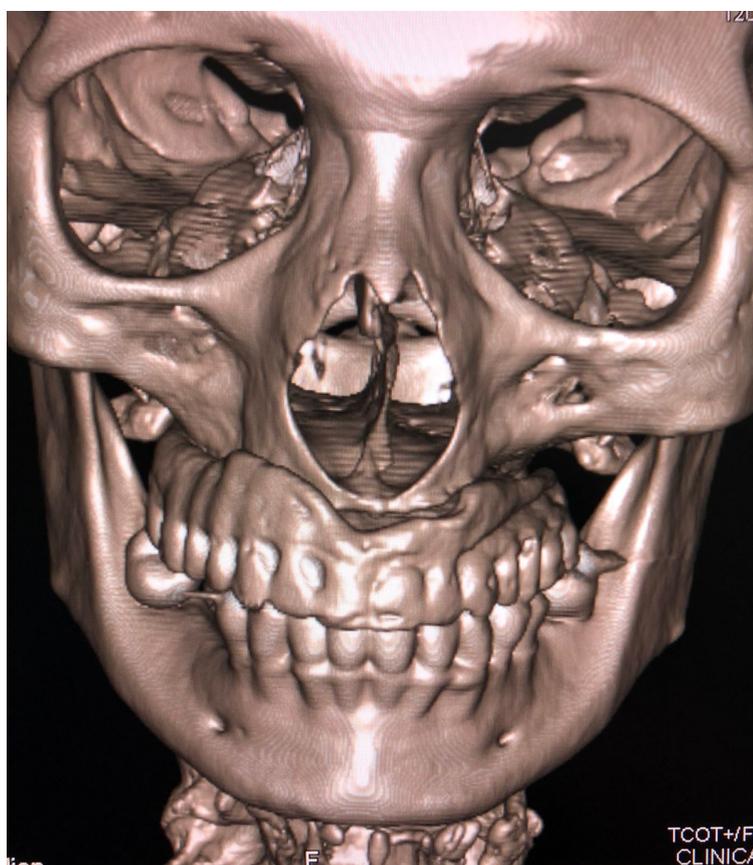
Tomografia contendo duplicação da prótese dentária
